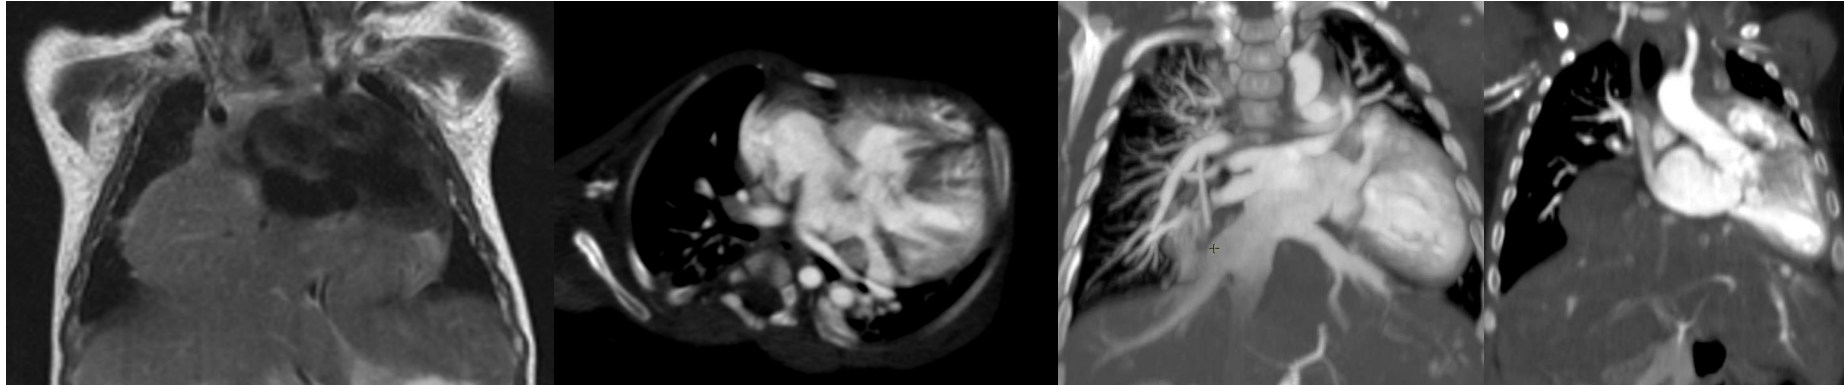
Resonancia magnética. Tetralogía de Fallot y canal AV. Ausencia de eje porto-esplénico, drenaje independiente de vena esplénica/mesentérica superior y vena porta en AD. Doble vena cava superior (izquierda drena en vertiente izquierda auricular).
